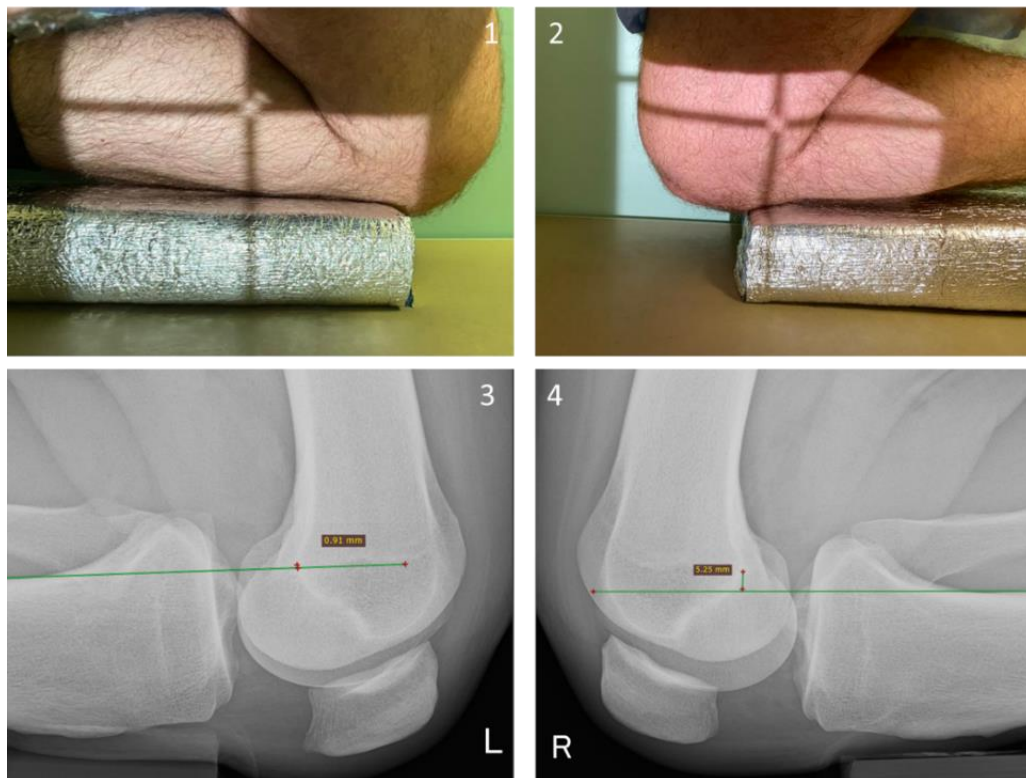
Методика выполнения стресс-рентгенографии (3,L,4,R – результаты стресс-рентгенографии в сагитальной проекции, 1,3,L – не травмированный левый КС (величина заднего смещения 0,91 мм), 2,4,R – травмированный правый КС (величина заднего смещения 5,25 мм))
